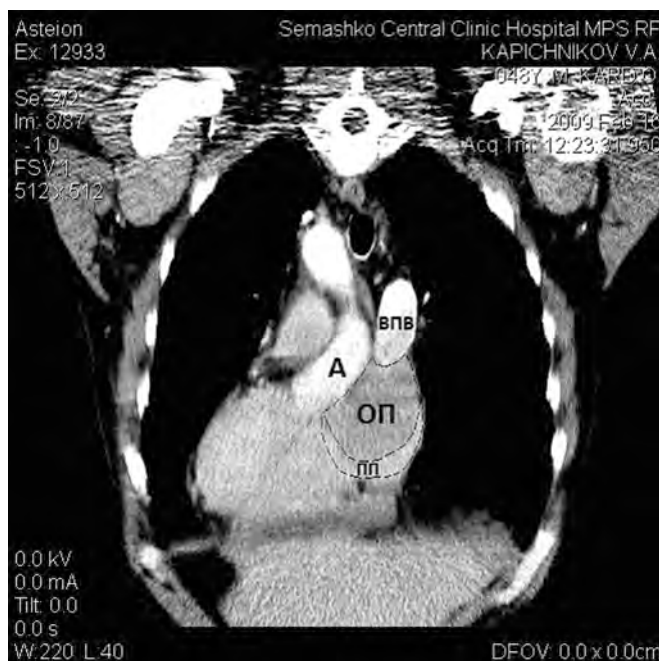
Компьютерная томография с контрастированием. Объемное образование в полости правого предсердия с признаками частичного блока верхней полой вены: ВПВ — верхняя полая вена; А — аорта; ПП — сохранившаяся часть полости правого предсердия; ОП — опухоль
